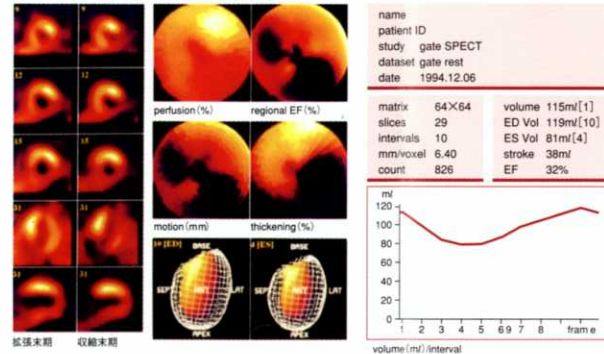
心電図同期心筋SPECTによる心機能の算出
